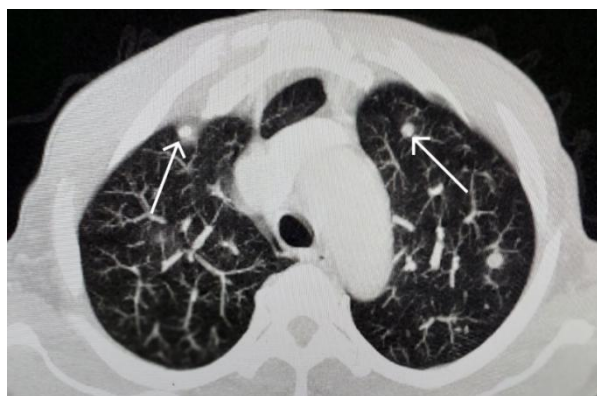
TDM thoracique, coupe axiale en fenêtre parenchymateuse. Multiples nodules pulmonaires bilatéraux
